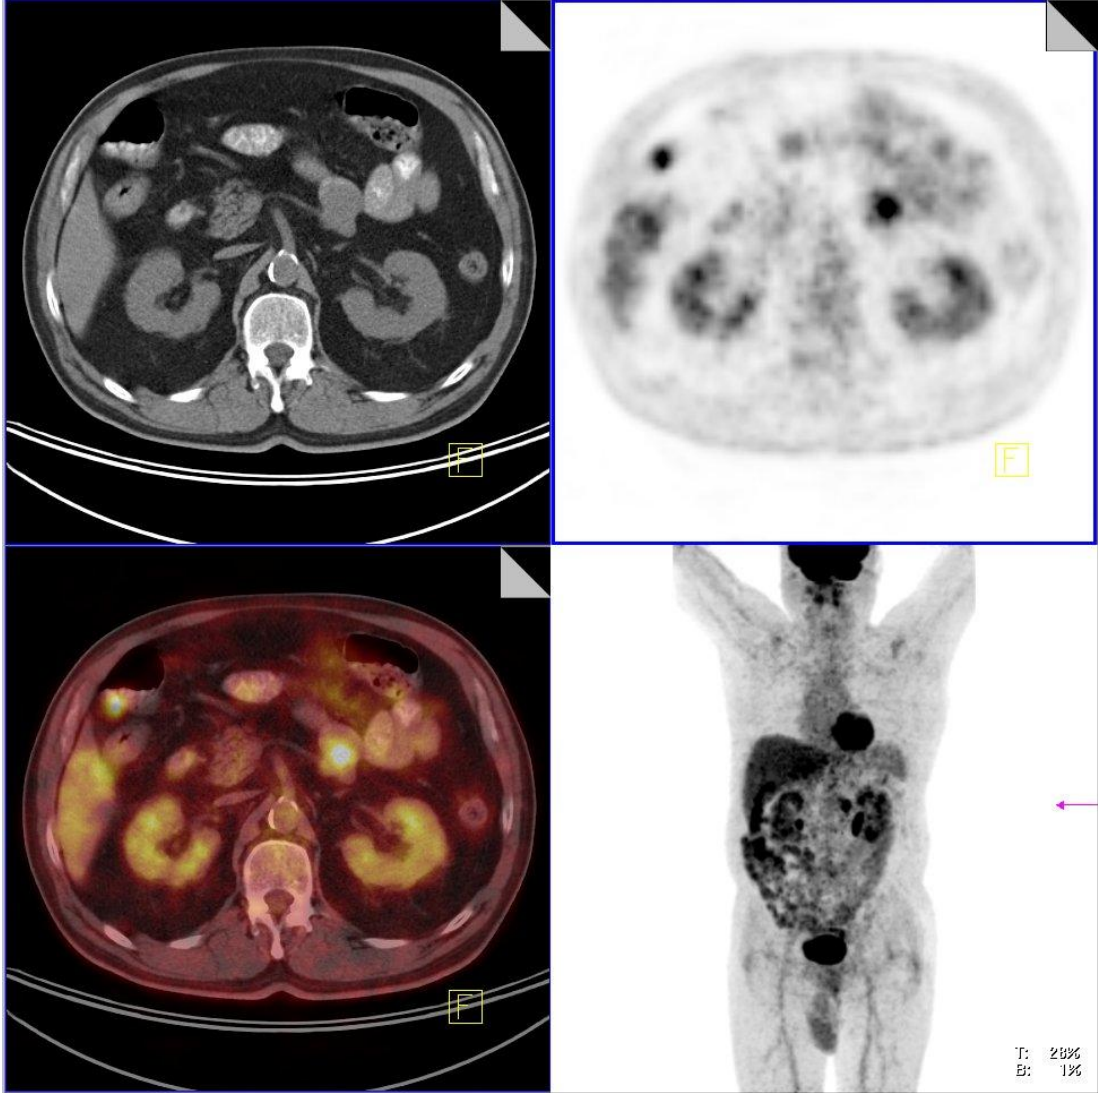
67 yaşında opere rektum ca tanılı erkek hasta. Tümör belirteçleri normal sınırlarda tespit edilen ve abdominal MR incelemesinde sol paraortik lenf nodları metastaz olarak yorumlanmayan hastanın PET/BT incelemesinde bilateral mediastinal, hiler lenf nodlarında, pulmoner nodüler lezyonlarda ve sol paraaortik lenf nodlarında metastatik odaklar saptanmıştır.
